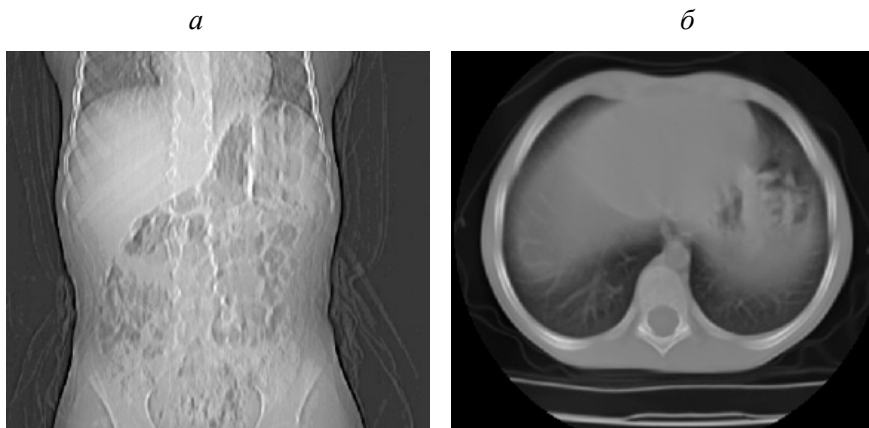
Изображение КТ-исследования: *а* – топограммы, *б* – сечения
